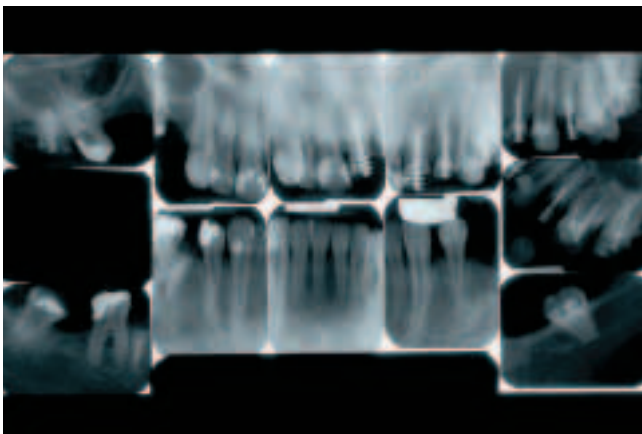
Röntgenologischer Reststatus der Ausgangssituation
